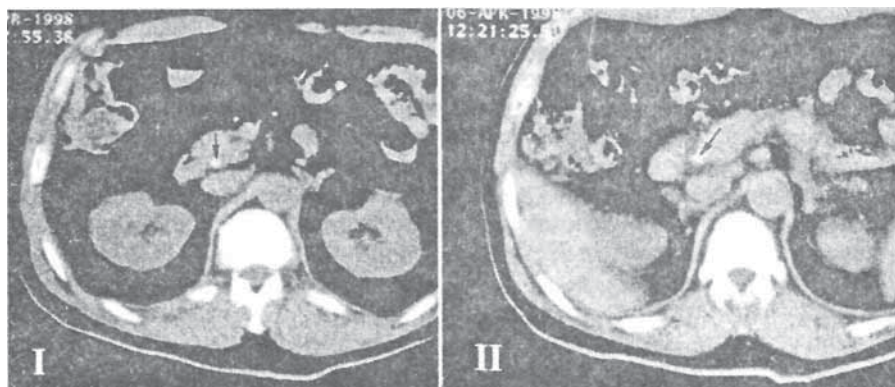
Спиральная компьютерная томография. Холедохолитиаз.
